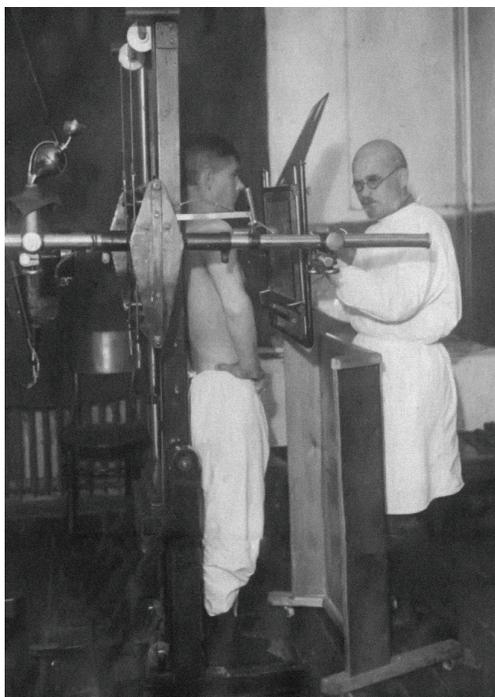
Рентгеновский кабинет
